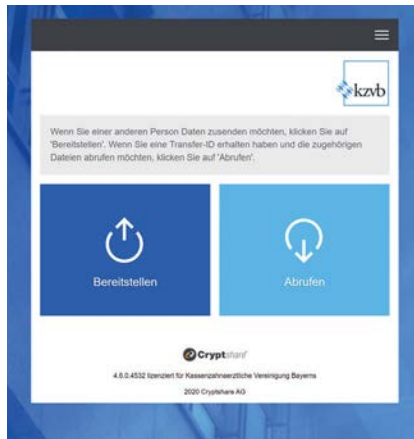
Gesichertes Übertragungsportal der KZVB zum Versand und Erhalt von Röntgen- und weiteren Patientendaten
